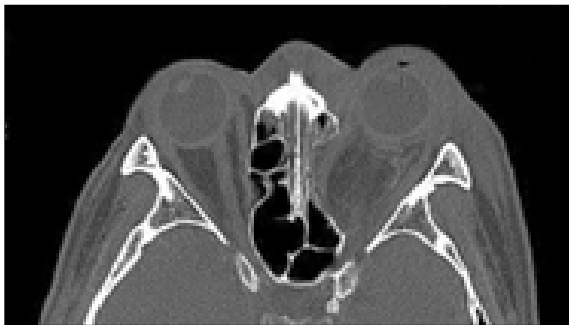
Axial CT before surgery.
